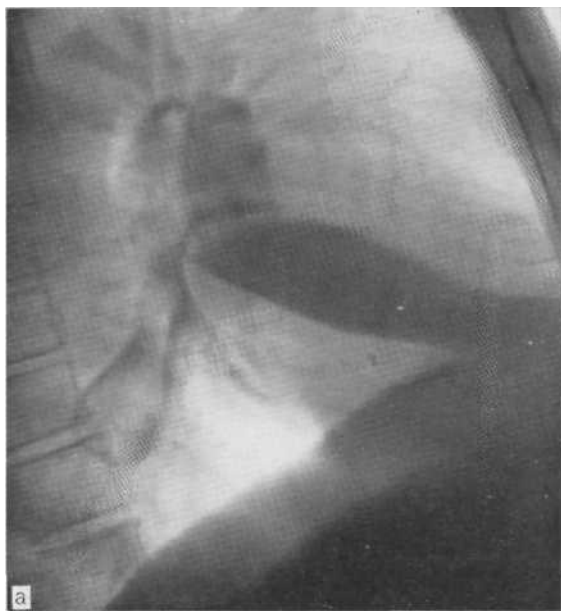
Томограмма в правой боковой проекции (а): однородное резко уменьшенной в объеме средней доли. На бронхограмме (б) о
